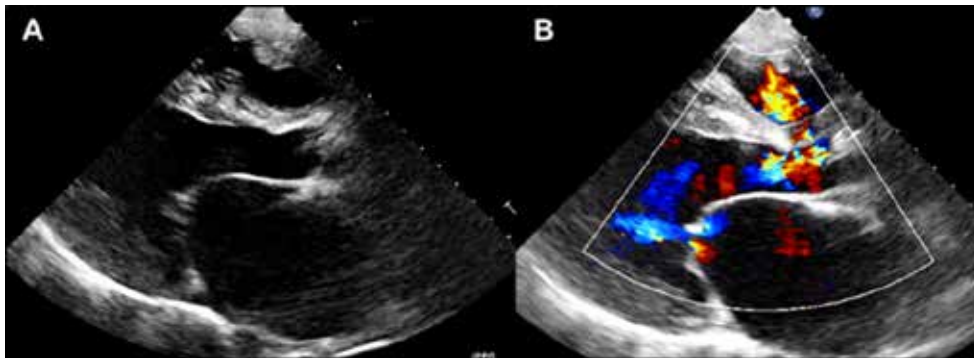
A. Ventana para esternal eje largo con evidencia de dilatación e hipertrofia del VI, válvula mitral esclerosada. B. Doppler color con evidencia de CIV perimembranoso
